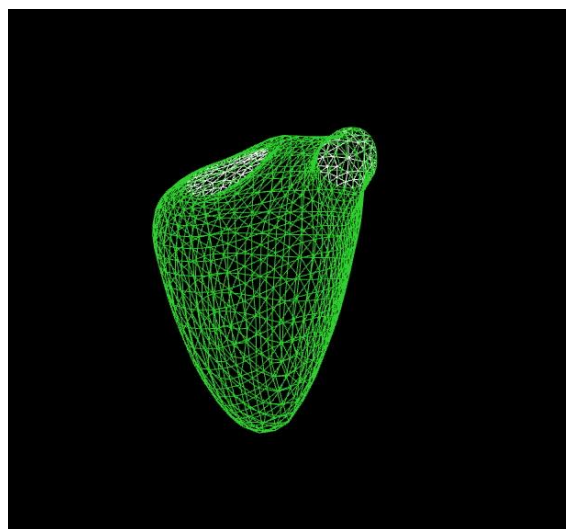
Geometría ventricular derecha por Ecocardiograma volumen tridimensional. Obtenida del departamento de Ecocardiografía pediátrica del Instituto Nacional de Cardiología “Ignacio Chávez”
